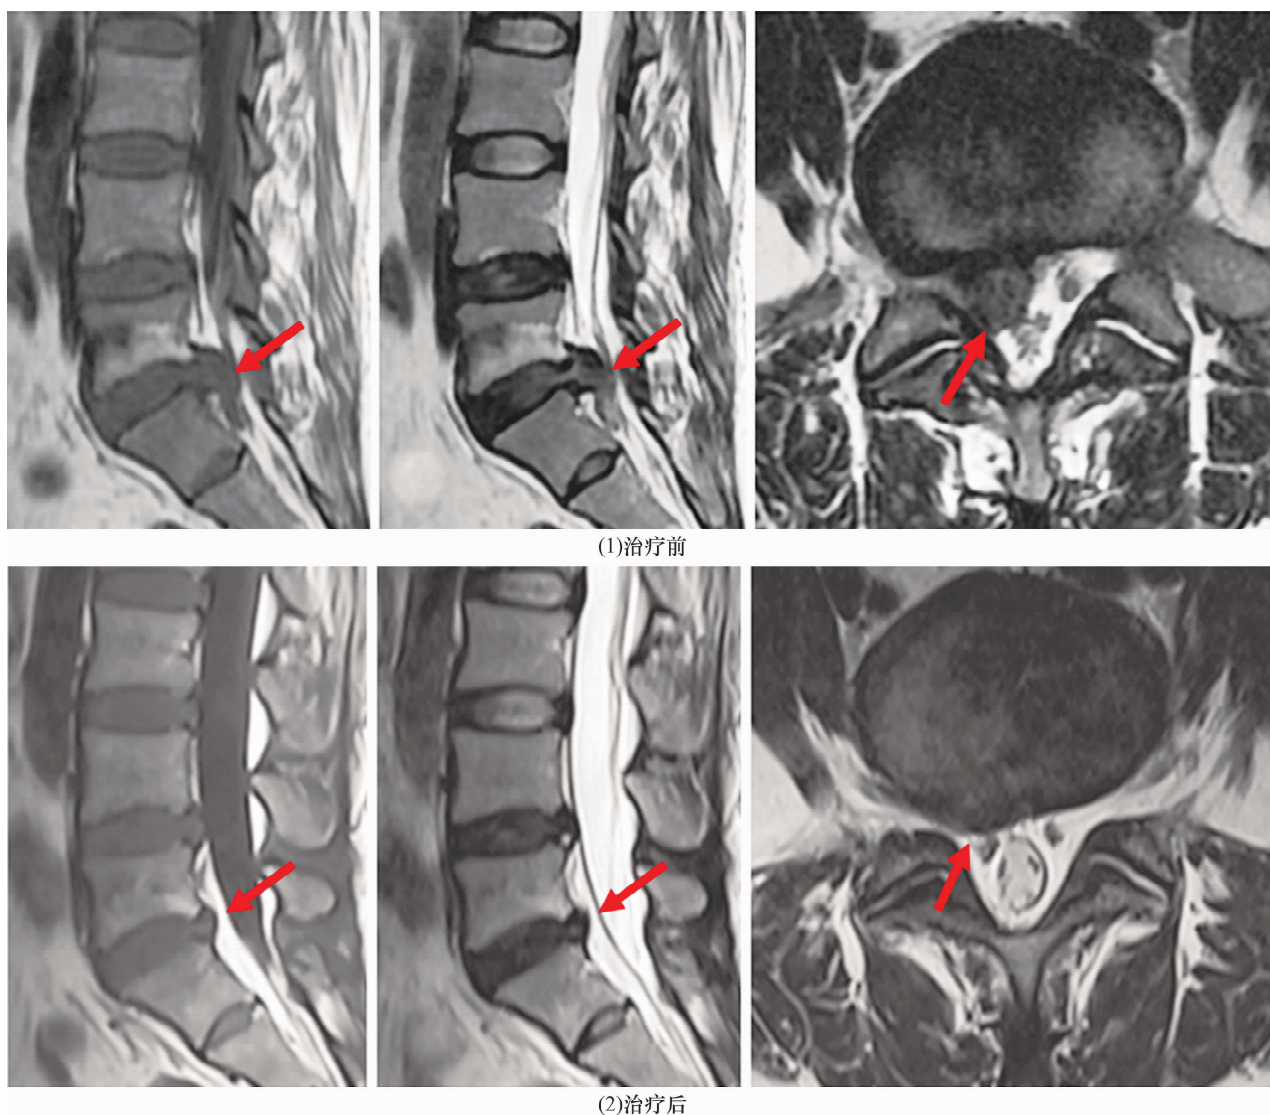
巨大/游离型腰椎间盘突出症口服消髓化核汤加味治疗前后 MRI
